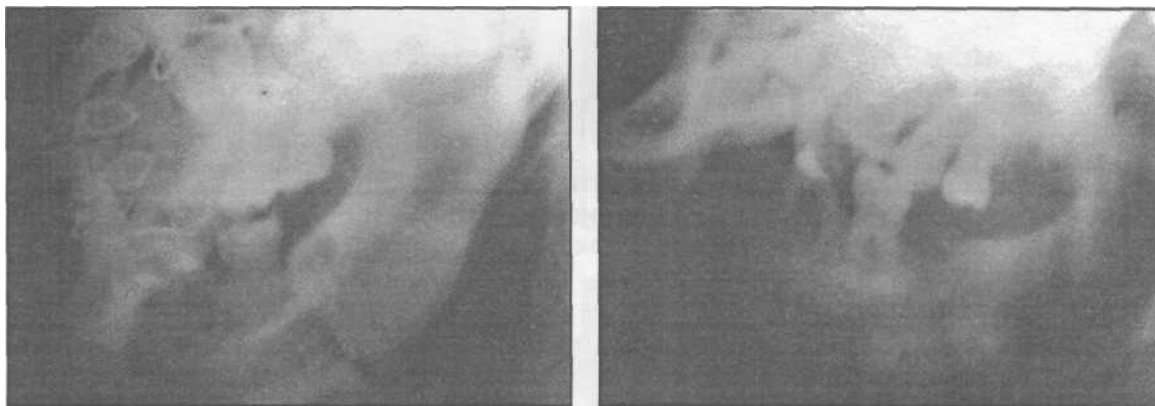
Фотографии с боковых рентгенограмм нижней челюсти больного с переломом до (а) и после (б) остеосинтеза сапфировым стержнем (наблюдение Е.Н. Рябокоть, 1995).
